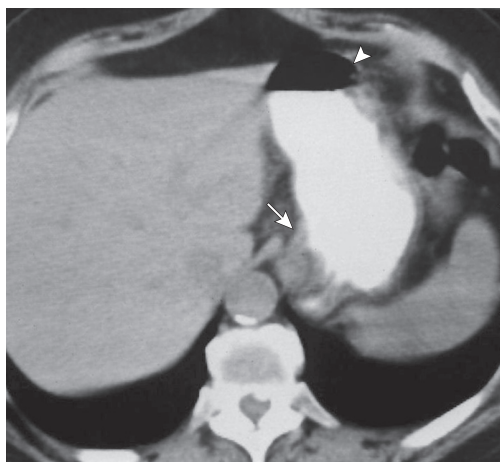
КТ выполнена после заполнения желудка водорастворимым КС. На границе между жидкой и воздушной средами виден эффект уступообразного истончения стенки (*голова стрелки*). В области пищеводно-желудочного перехода определяется утолщение стенки, обусловленное косой ориентацией впадения пищевода в желудок (*стрелка*).
